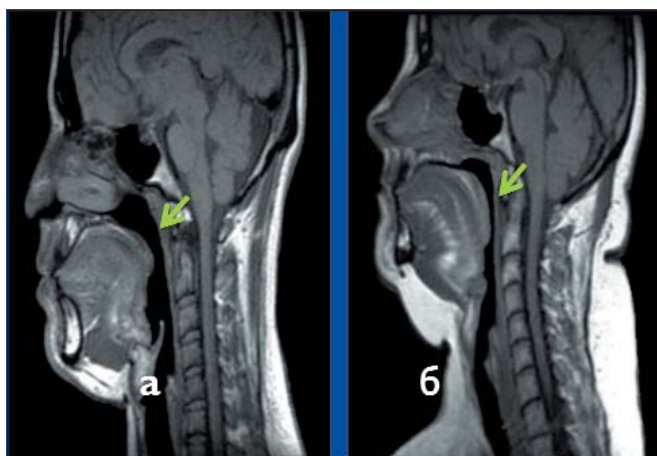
МРТ пациента с ожирением без СОАС (а) и пациента с ожирением и СОАС тяжелой степени. Отмечается сужение просвета верхних дыхательных путей за счет скопления жира в ретрофарингеальном пространстве и в области корня языка (показано стрелками)
